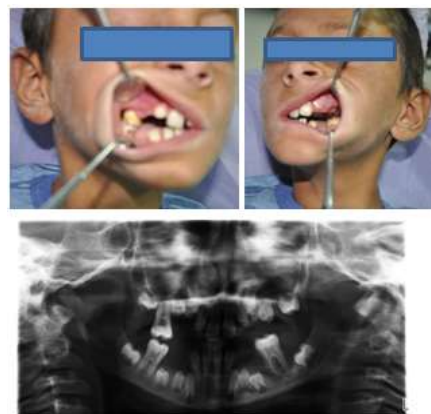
Intraoral view of patient and panoramic radiograph showing generalized severe periodontal tissue loss especially molar teeth.
